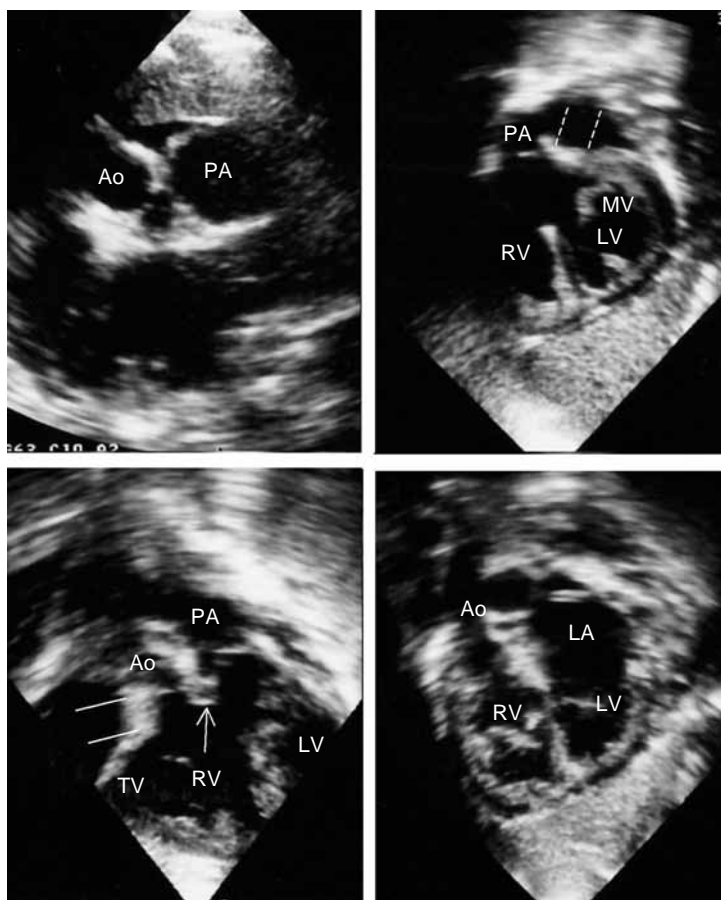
Two-dimensional echocardiogram obtained from a patient with Taussig-Bing heart.
